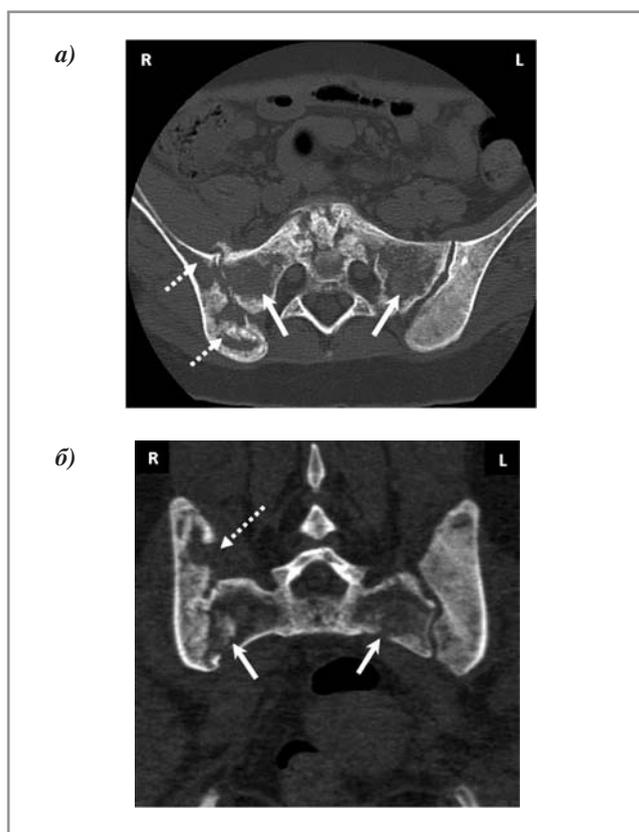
КТ-сканы крестца и костей таза в аксиальной (а) и фронтальной (б) проекциях. Множественные участки деструкции в боковых отделах крестца (→) и в теле правой подвздошной кости (.....→).
